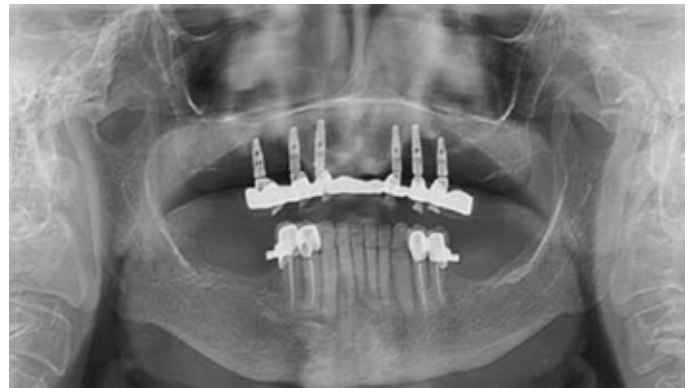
Control radiography two year ago.
